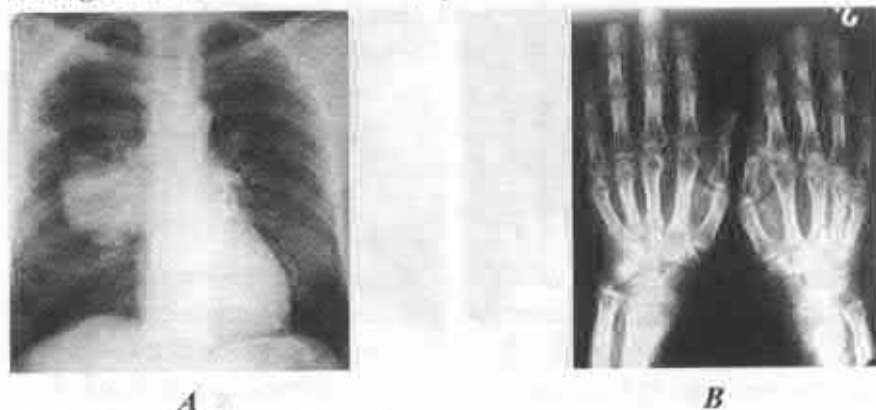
A – radiografie de ansamblu a organelor toracice. Pe dreapta – formațiune rotundă intensivă, cu contur neted și net – cancer periferic. B – radiografie standard a mâinilor: osteoporoză juxtapoliarticulară; în articulațiile interfalangiene – periostoză hipertrofică paraneoplazică.
